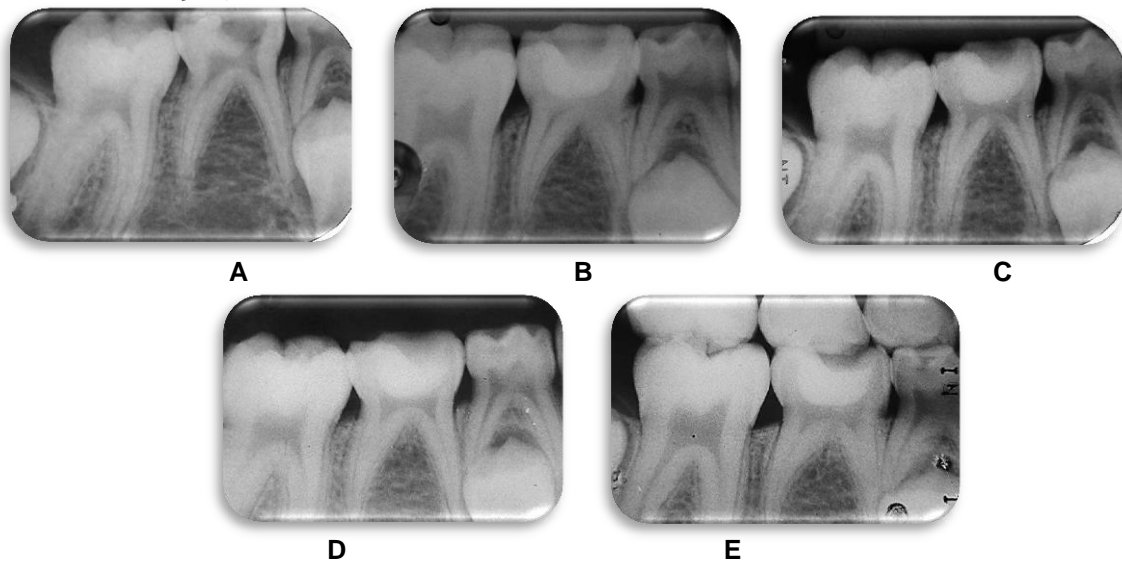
Pulpotomia do dente 85- Grupo MTA (sucesso radiográfico evidenciado pela ausência de reabsorção radicular interna, de área interradicular radiolúcida e de lesão periapical em todos os períodos de avaliação).
